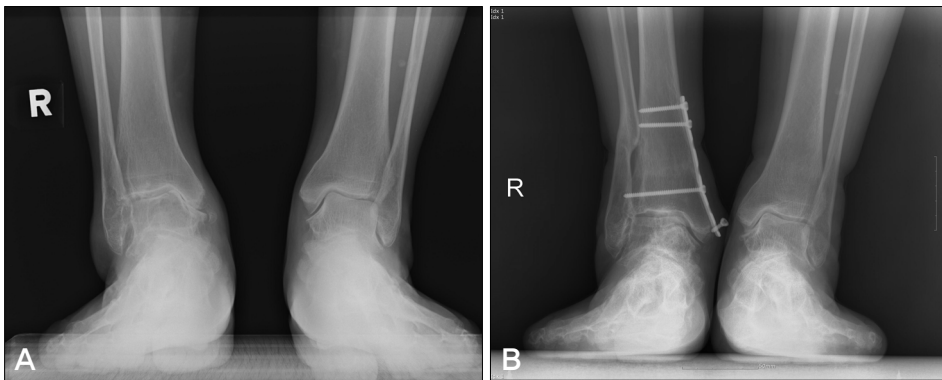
Anterior posterior radiographs of the ankle which shows a supramalleolar osteotomy including osteotomy of the fibula. (A) A pre-operative radiograph shows varus of the tibial plafond and joint space obliteration between the medial malleolus and the talus. (B) A radiograph at postoperative six years shows restoration of the medial joint space.
